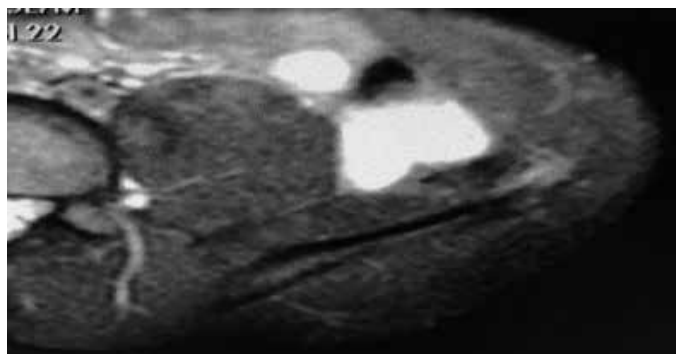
Ressonância magnética de bacia, corte axial em T2, com laudo sem alterações, mas podemos evidenciar edema na espinha-íliaca ântero-superior.
